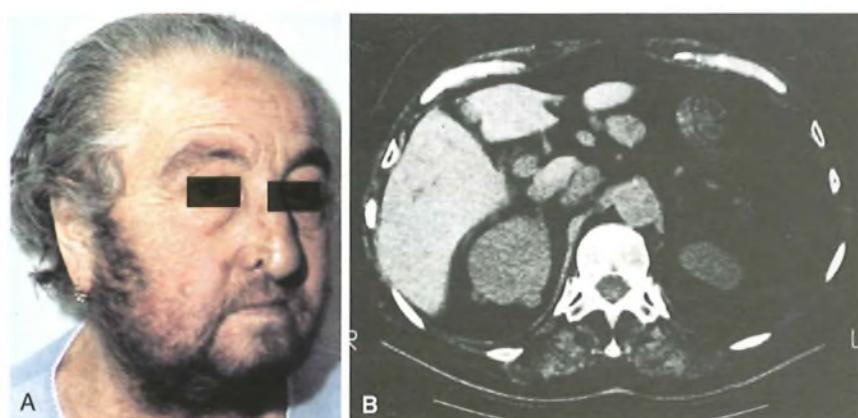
Sindrome adrenogenitale. A) Vistoso irtsutismo, sviluppatosi in una donna anziana nell'arco di pochi mesi. B) La tomografia assiale computerizzata dell'addome dimostrava una massa delle dimensioni di un mandarino in sede surrenale destra. Diagnosi clinica: carcinoma funzionante del surrene destro con metastasi epatiche (conferma autoptica).
